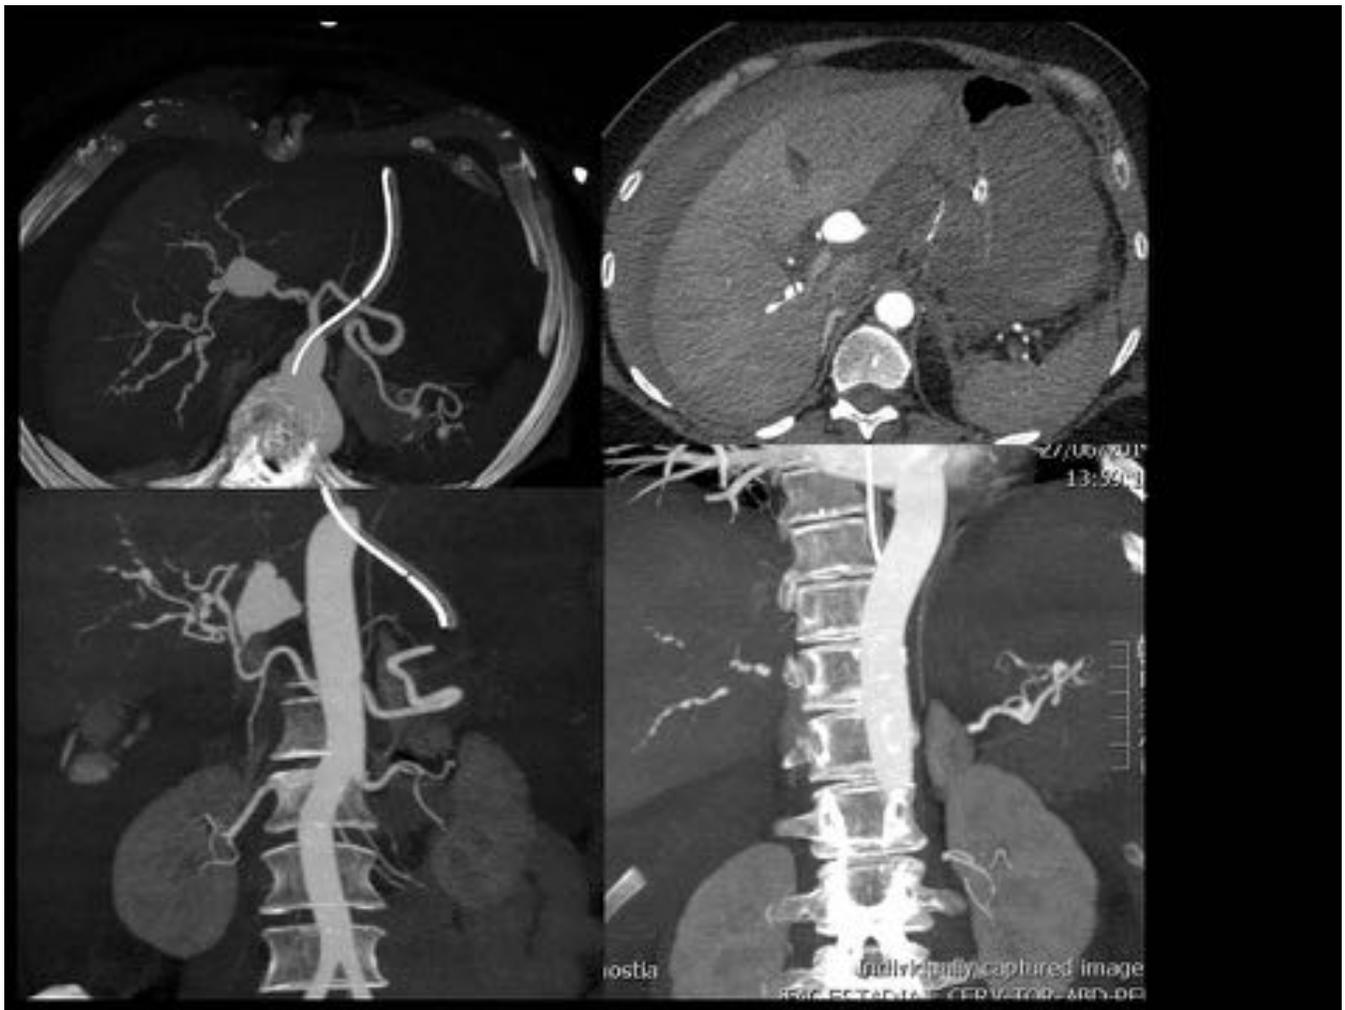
Mujer de 61 años con shock hipovolémico y dolor abdominal. Angio-TC: pseudoaneurisma a nivel de arteria hepática común con una arteria hepática displásica con múltiples imágenes de estenosis y pequeños aneurismas. Pequeños aneurismas esplénicos. Hemoperitoneo.
